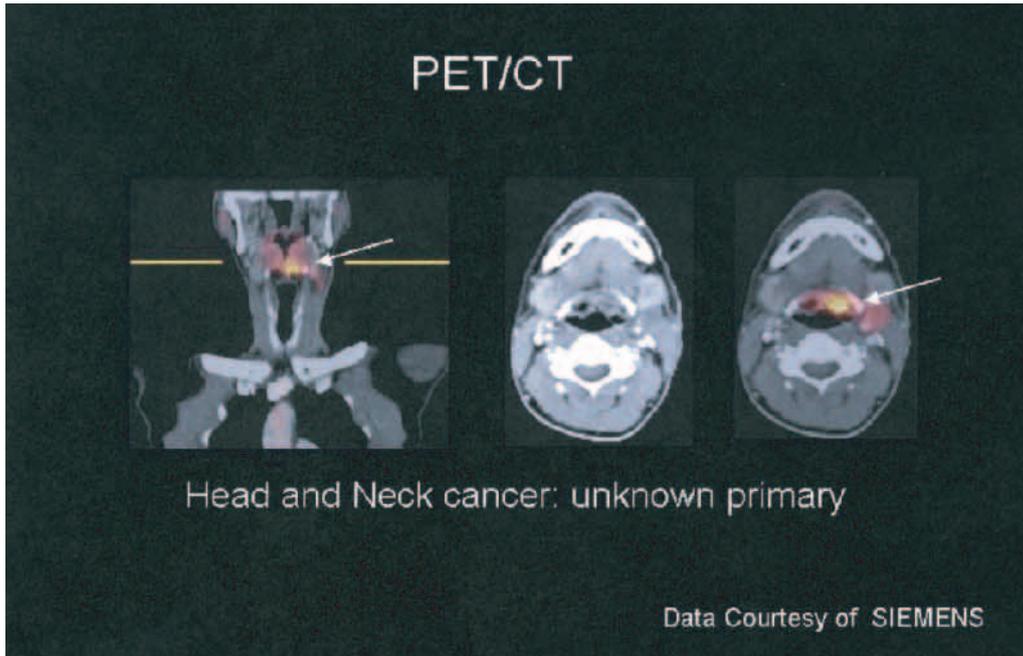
頸部リンパ節転移が見つかったが、原発巣が不明でPET-CTにより発見できた症例。白黒なのでやや不明瞭だが、矢印の部分にFDGの高集積があり、原発巣が発見された。
